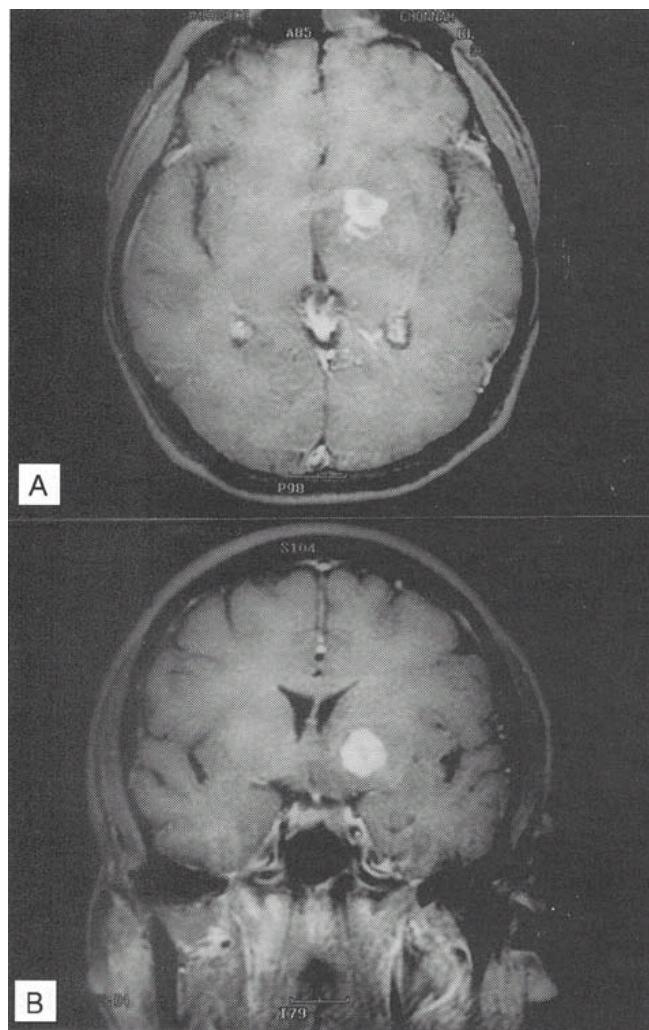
Brain magnetic resonance imaging (MRI). T1WI, enhanced scan. (A) axial view and (B) coronal view show a contrast-enhancing mass lesion involving left basal ganglia and deep white matter of left temporal lobe, with perilesional edema, mild midline shifting to right side, and displacement of left lateral ventricle.
